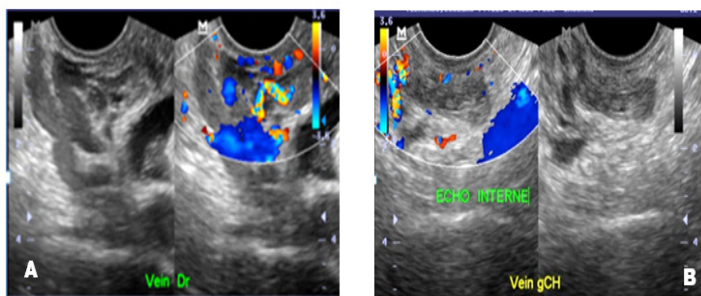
Image échographique, mode B et mode doppler couleur : Veines peri-ovariennes perméables à droites (A). Thrombus échogène endoluminal d'une veine péri-ovarienne gauche, avec absence de flux au doppler couleur (B).
